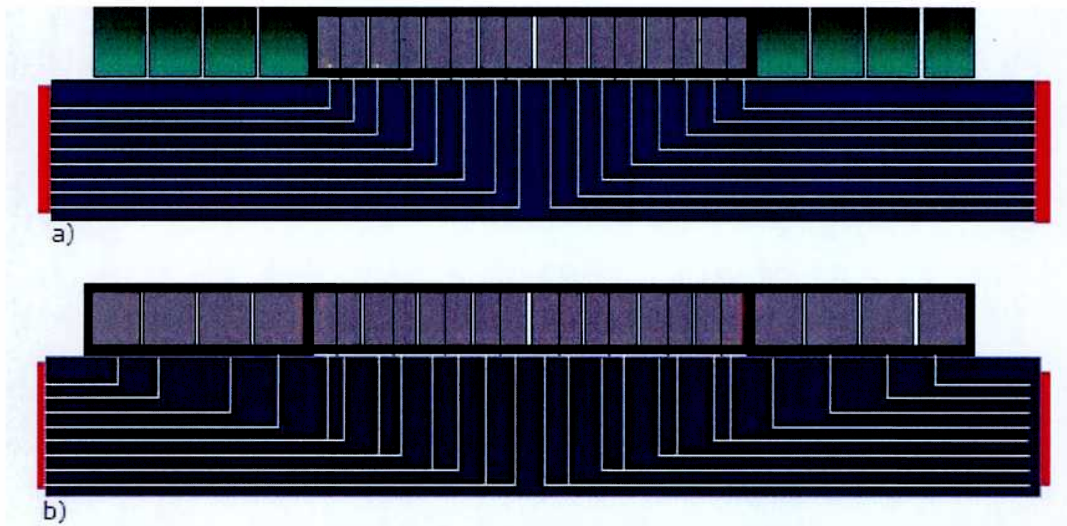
Configuración de los detectores para 16 cortes del CT Discovery STE-16 de G.E.
